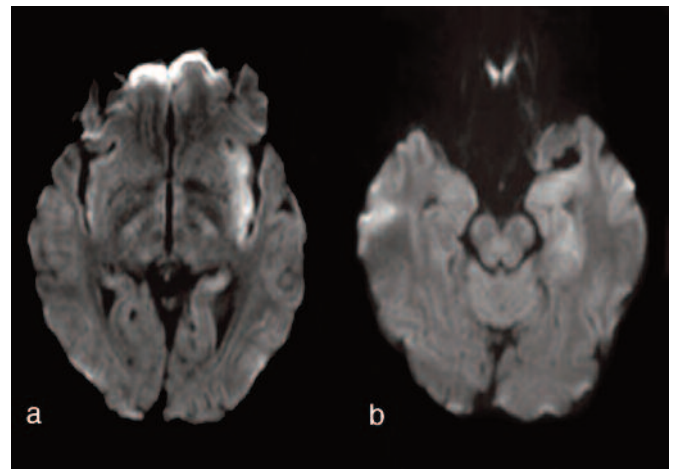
a, b Immagini assiali DWI. Si documenta marcata restrizione della diffusione a carico del sistema limbico di sinistra in particolare a livello temporo-mesiale, ippocampale ed a livello della corteccia del lobo dell'insula. Le immagini DWI permettono una migliore visualizzazione dell'area patologica rispetto all'imaging convenzionale.
